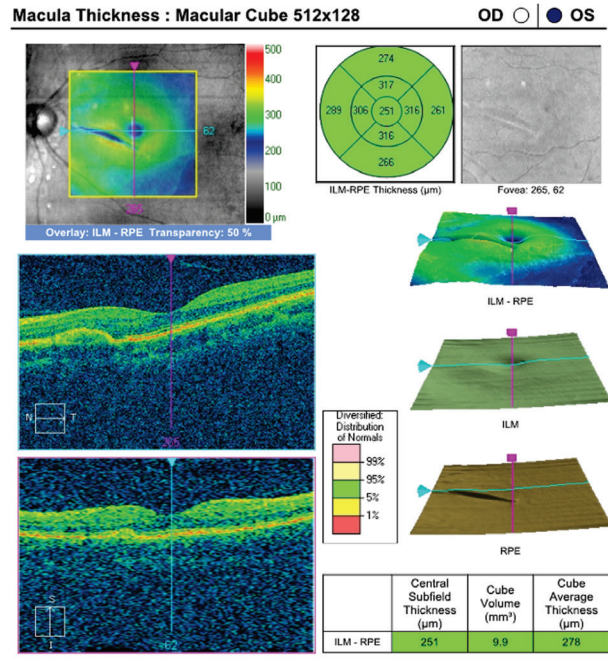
Оптическая когерентная томограмма макулярной области сетчатки левого глаза. Макулярный профиль сохранён, в перипапиллярной области дефект эллипсоидной зоны, фиброваскулярная отслойка пигментного эпителия
